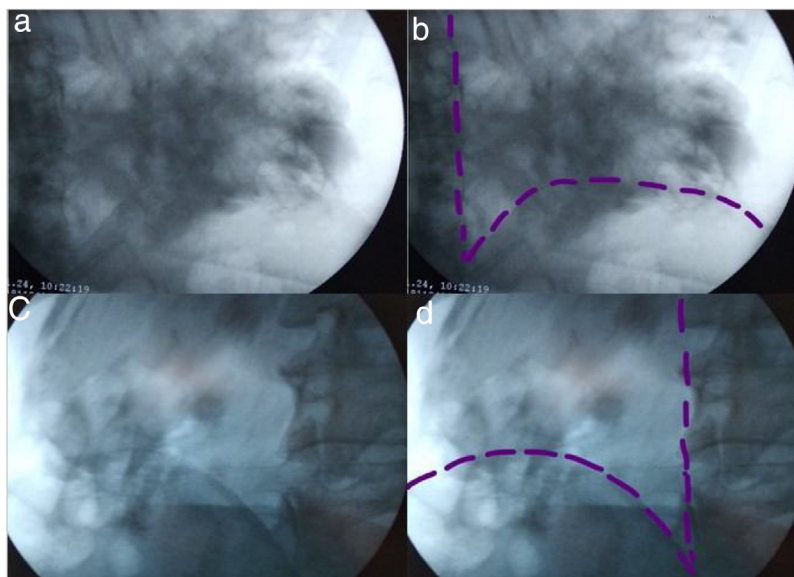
Radiografia frontal da região lombo-sacral para observar o padrão da dispersão da mistura contraste-AL usando Máquina C-Arm X-Ray. (a), (b) Região lombo-sacral esquerda no caso 3. (c), (d) Região lombo-sacral no caso 4. A sombra escura representa o padrão da dispersão do contraste-AL, linhas pontilhadas roxas representam crista ilíaca e bordas da coluna vertebral.
